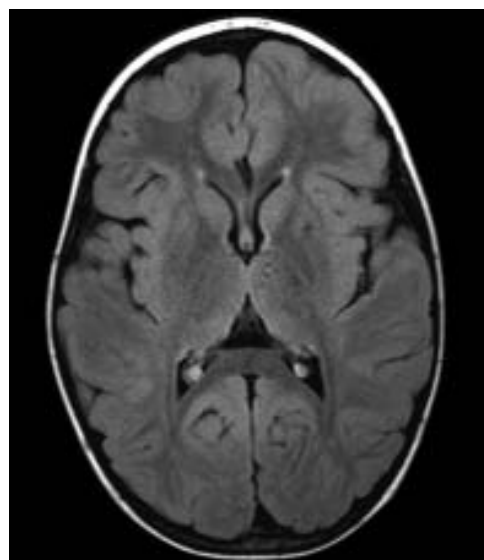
МРТ головного мозга через 1 мес после диагностики экстрапонтинного миелинолиза. Выраженных патологических изменений не выявлено.
